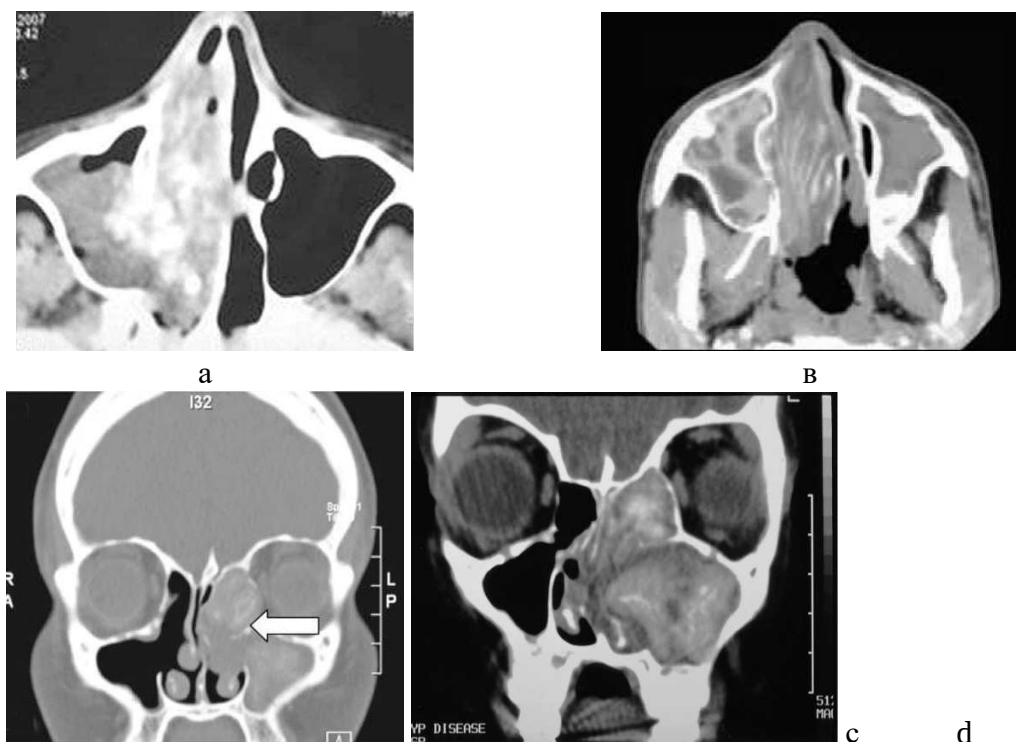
CT scan in patients with AFRS: axial CT demonstrates the characteristic „double density” sign in the right (A, B) [4, 5] and left (C) [10] maxillary sinuses; coronal CT reveals areas with heterogeneous signal in sinuses filled with allergic fungal mucin (D) [9]
